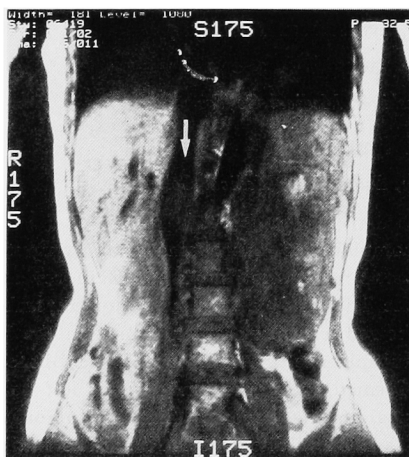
MRI reveals left renal tumor and tumor thrombus from the renal vein to inferior vena cava.
